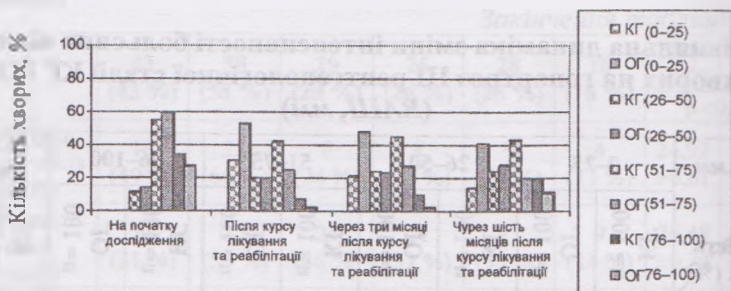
Порівняльна динаміка показників болю (ВАШ, мм) у хворих КГ і ОГ III рентгенологічної стадії гонартрозу
